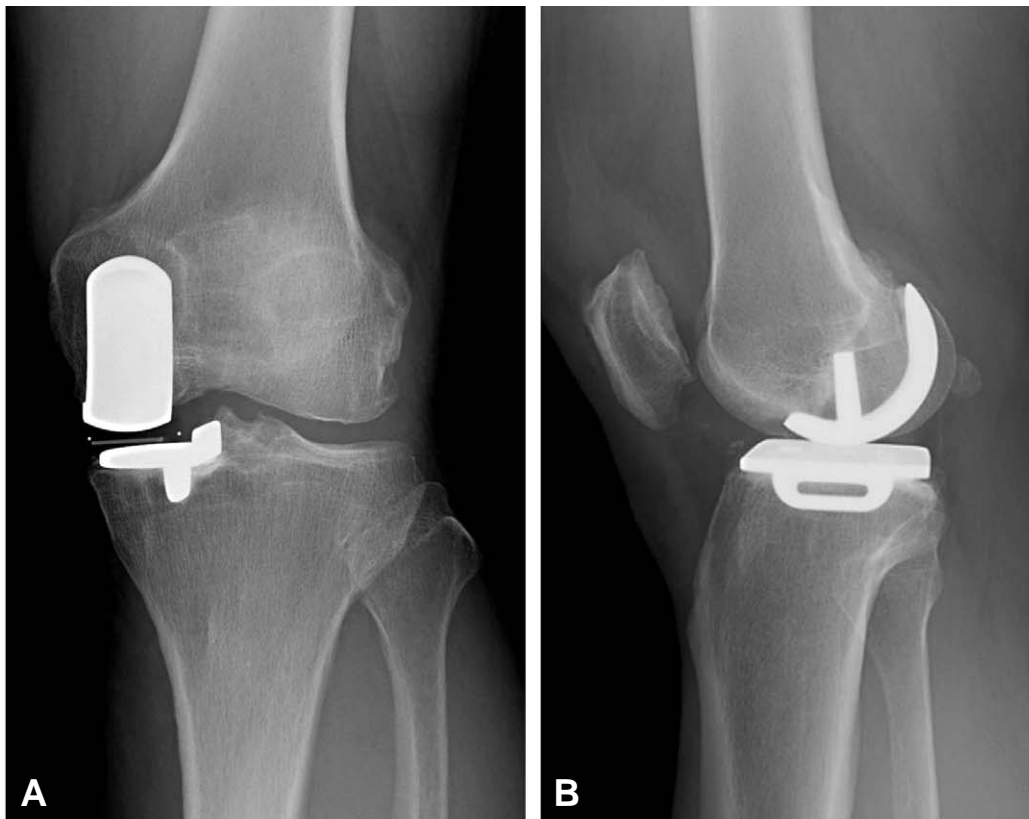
Radiographs revealed acceptable femoral and tibial components. Bearing seemed to be placed at proper position.
